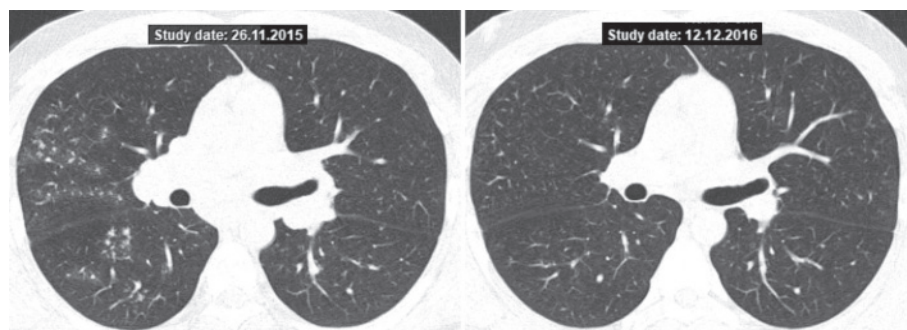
КТ хворого Д., 33 роки. Зліва – до лікування, праворуч – через 12 міс ГКС-терапії: нормалізація КТ-даних
